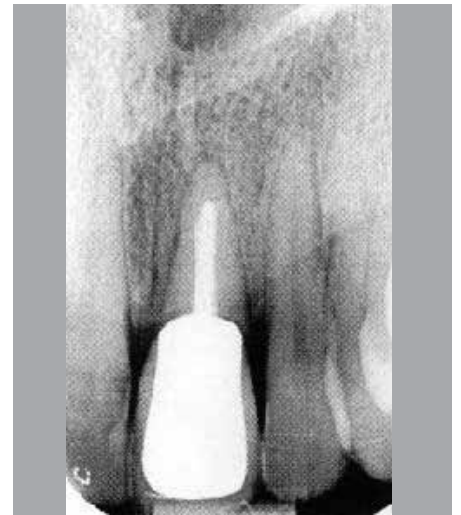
Einzelröntgenaufnahme zu Beginn der Behandlung.
